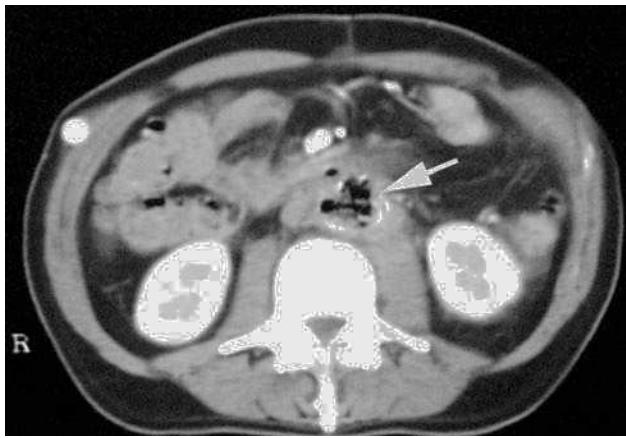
Tomografía computarizada abdominal. Gas en el muñón aórtico.
